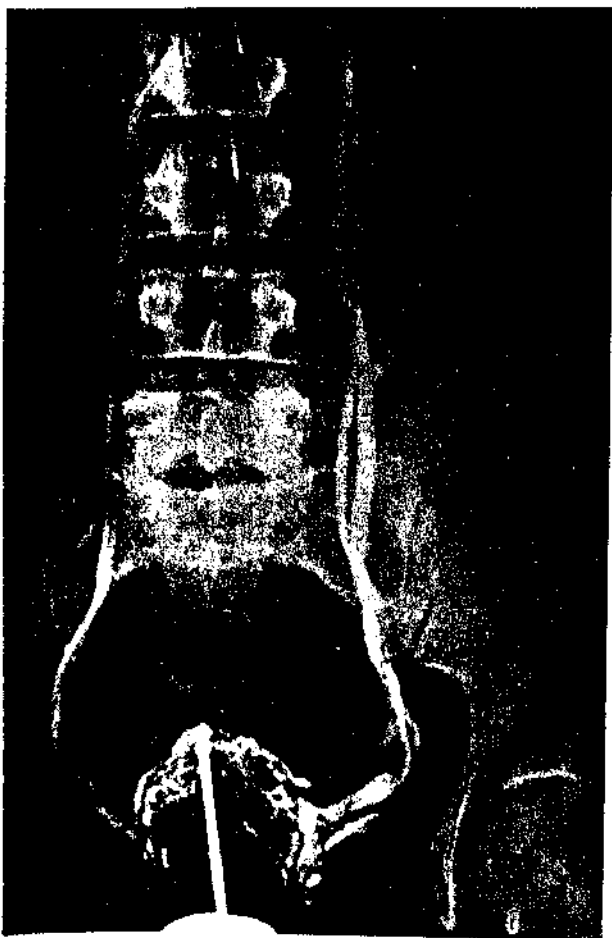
Flebografia p lvica: 1^a radiografia.
